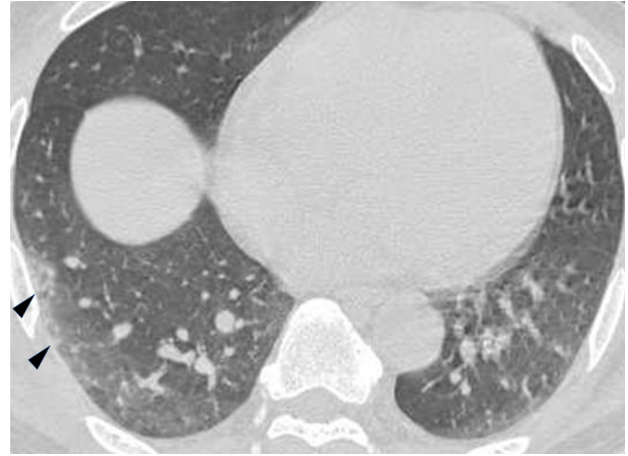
High resolution computed tomography scan shows ground glass opacities predominantly in the subpleural area of the right lung (arrowheads).
